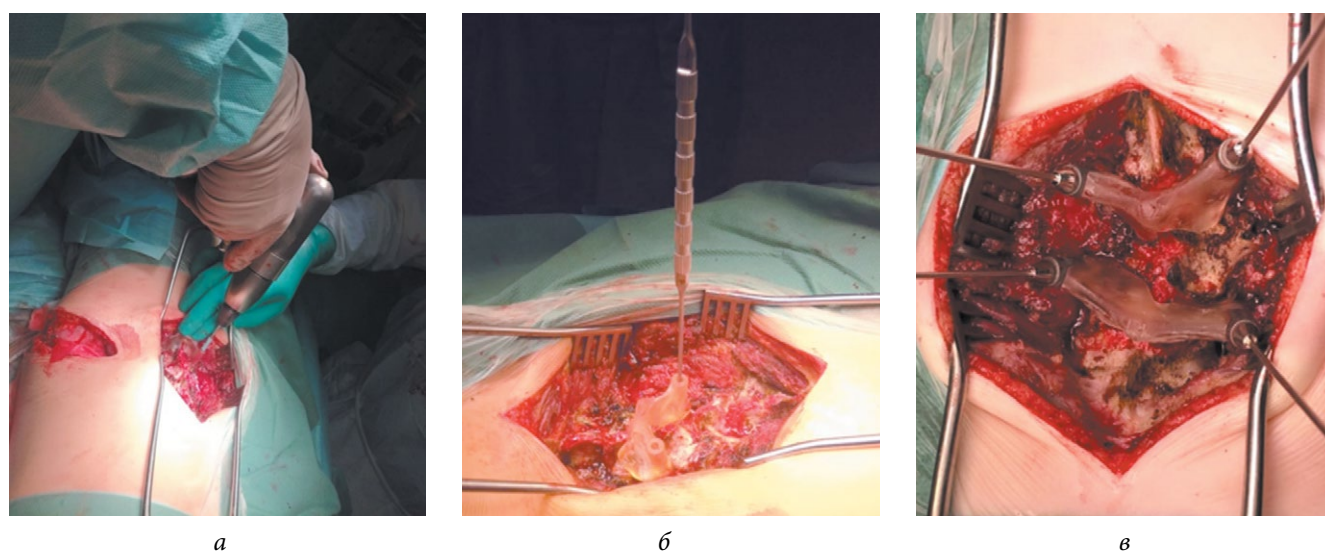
Этапы интраоперационной работы: *а* — установка шаблона-направителя на дорсальные костные структуры позвонка и формирование дрелью канала для транспедикулярного винта; *б* — верификация зондом целостности стенок сформированного костного канала в позвонке; *в* — установка рентген-меток в тела позвонков для выполнения рентген-контроля
